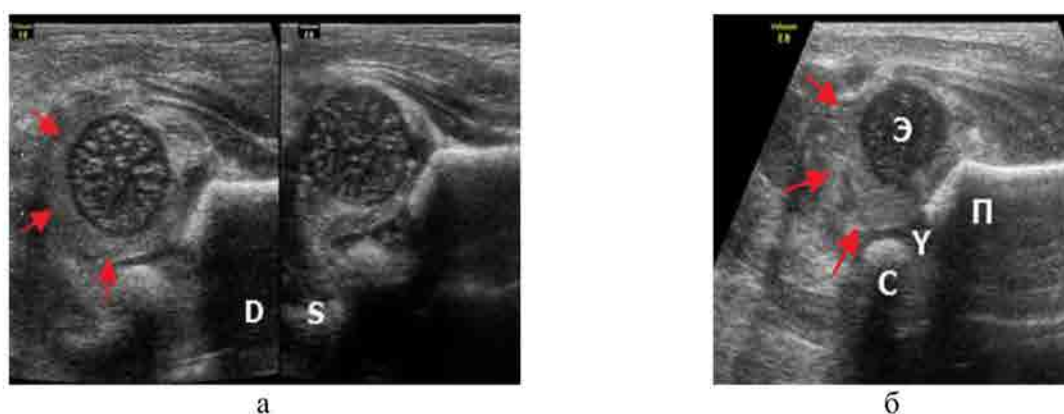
УЗИ сустава у младенца (разные дети); стрелки – гнойный выпот в полости сустава; Э – проксимальный эпифиз бедренной кости; П – подвздошная кость; С – седалищная кость; У – У-образный хрящ; D – правый сустав; S – левый сустав; а – ребенок 22 сут., исследование в режиме 2-х полей; гнойный коксит справа, структурность головки бедренной кости сохранена; б – гнойный коксит, латерализация головки бедренной кости, диффузные изменения эпифизарного хряща
